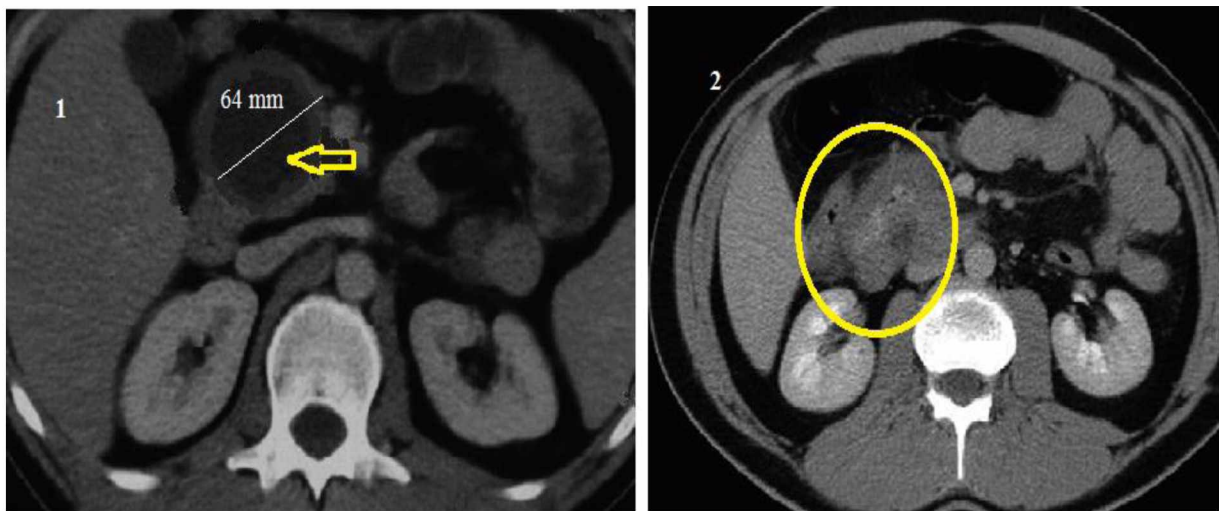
МСКТ хворого М. з внутрішньовенним контрастуванням: до (1, стрілка) та після лікування (2)
